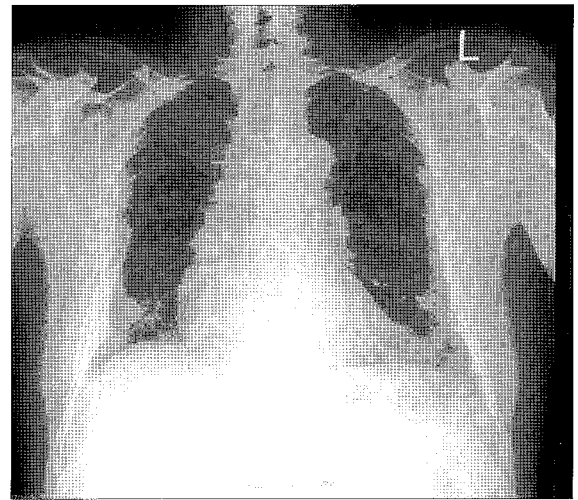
Post-operation 37days follow-up Chest X-ray.
